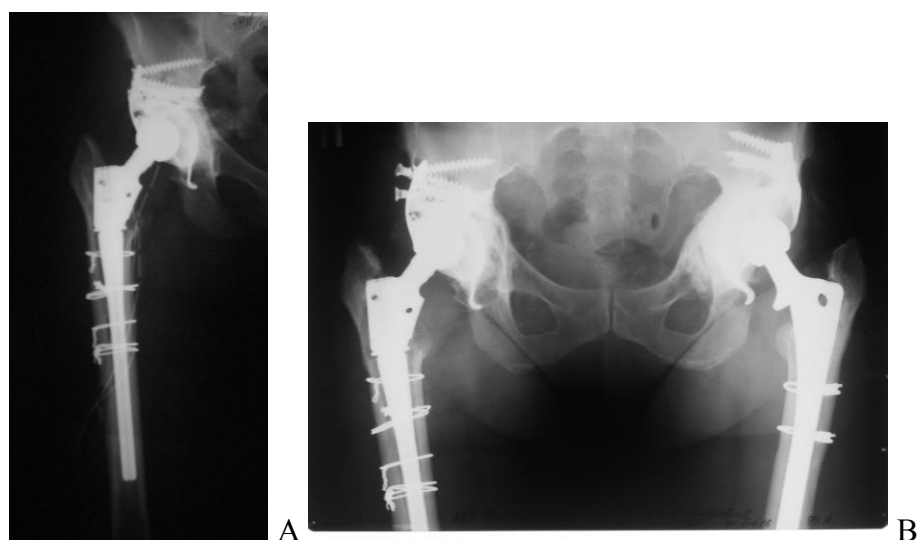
Продолжение. А. Ревизия справа 2007 год – установка укрепляющего кольца и полиэтиленовой чашки ЭСИ с костной пластикой дна впадины. Замена бедренного компонента на бесцементную ревизионную ножку Helios, выполнялась косая остеотомия бедра для удаления цемента. В. Рентгенограмма через 10 и 9 лет после операции, эндопротезы стабильны, незначительная миграция винтов.
